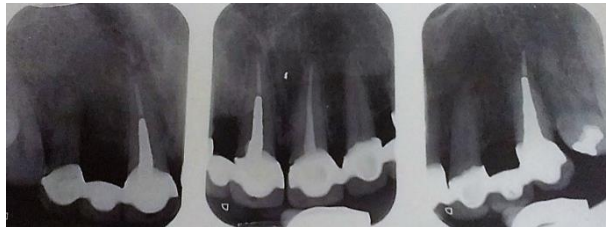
Radiografías periapicales anteriores superiores
